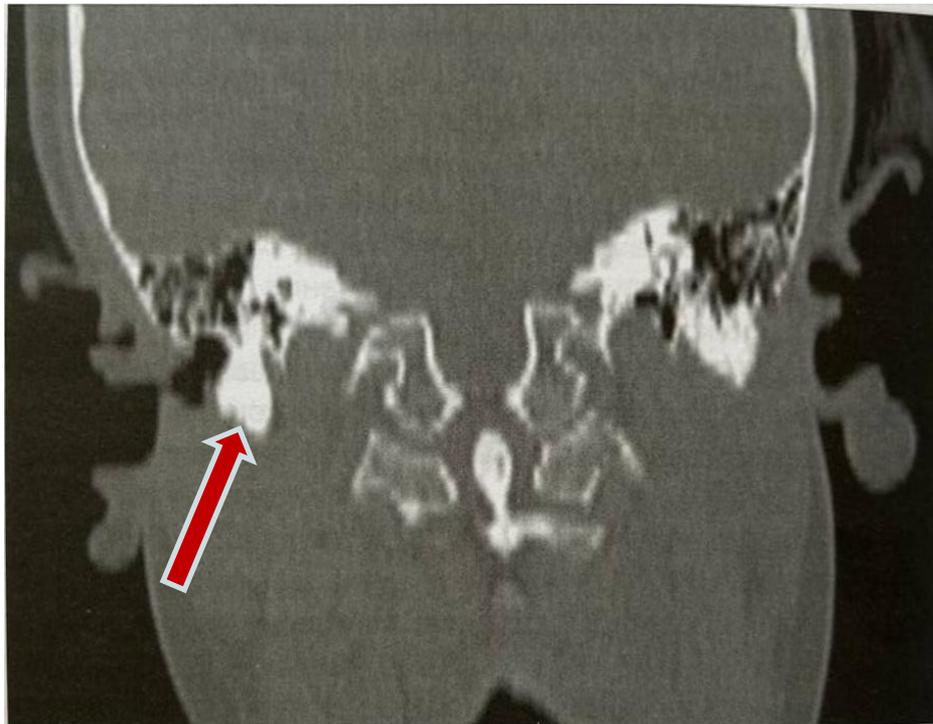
КТ-Исследование пациентки. В костной части правого наружного слухового прохода визуализируется дефект в виде канала (отмечен стрелкой).
